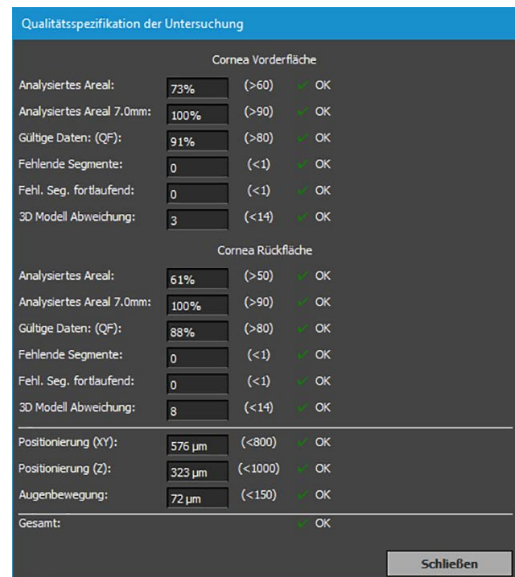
Qualitätsspezifikationen für die Tomographie-Messung
